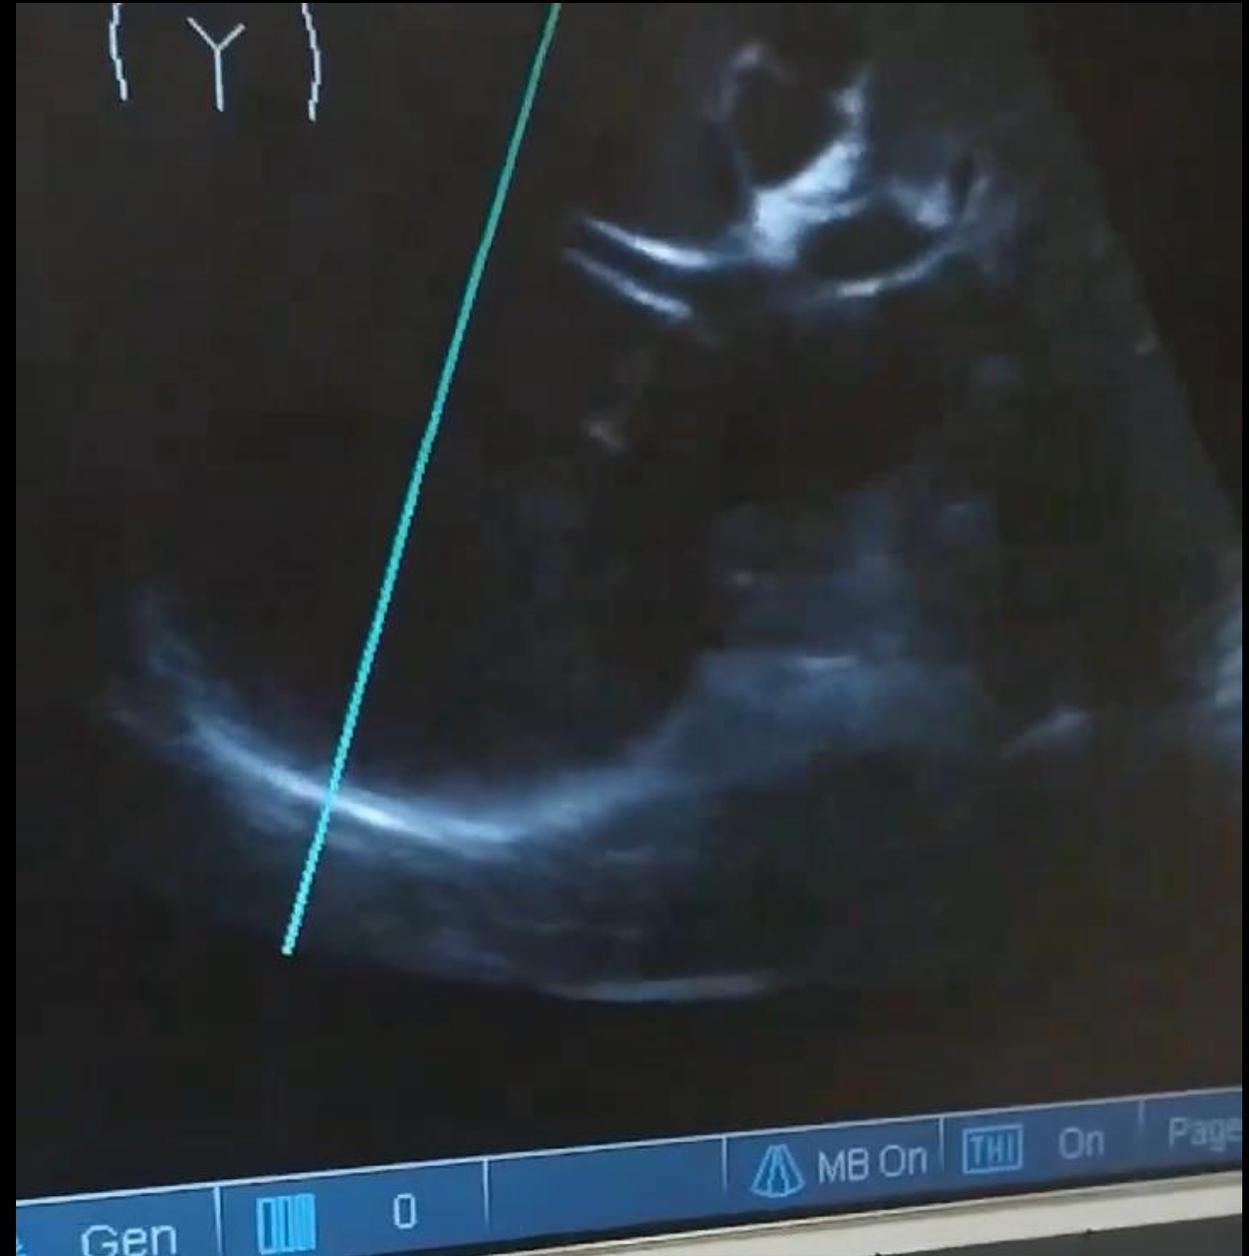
Image échographique provenant du portfolio des physiothérapeutes de l'ICM
